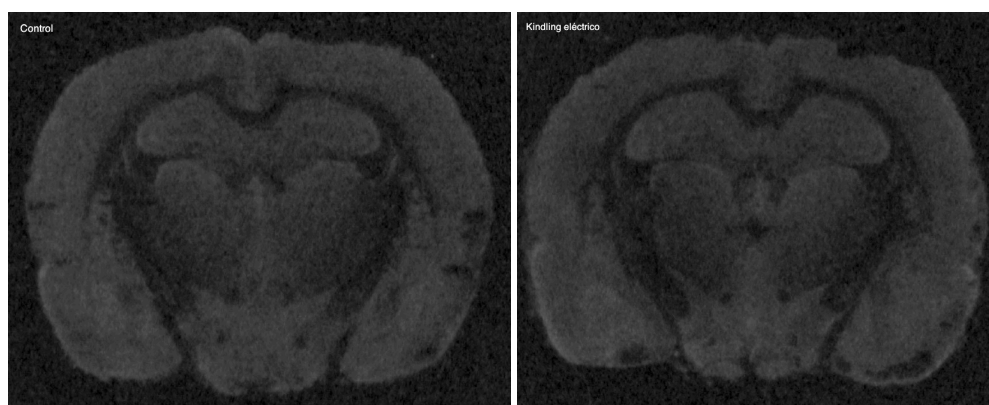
Autorradiografía con 3H-Paroxetina de los grupos control y kindling eléctrico. En ninguna estructura se observan cambios significativos entre ambos grupos experimentales.
